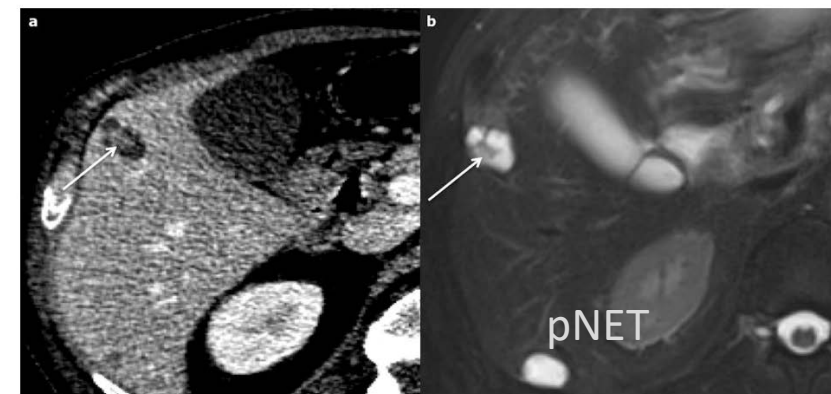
Metastatic pancreatic neuroendocrine tumour in a 60-year-old male. a Axial computed tomography on portal venous phase shows a lobulated hypodense cystic nodule in segment V with enhanced mural nodule and septa (arrow), very hyperintense on T2-weighted magnetic resonance imaging (b). A second cystic subcapsular nodule is visible in segment VI
